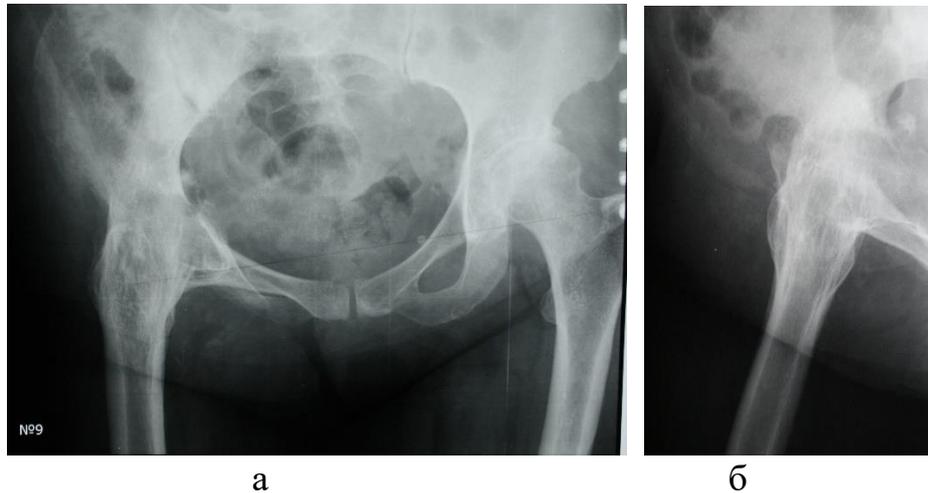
Рентгенограммы при поступлении: а – обзорная рентгенограмма таза; б – рентгенограмма правого тазобедренного сустава в прямой проекции
